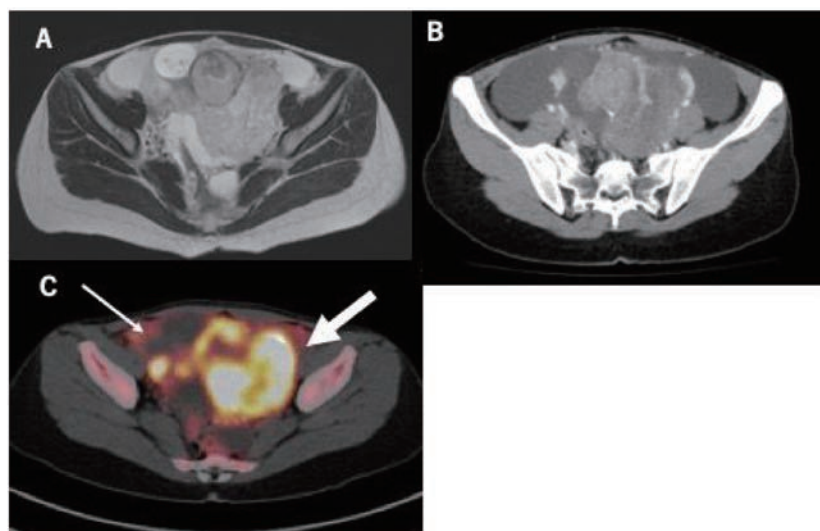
A：初診時のMRI，T2強調画像水平断 両側の付属器腫瘤に長径8cm以上の多房性囊胞性に充実部分を伴う腫瘤と腹水が認められる
